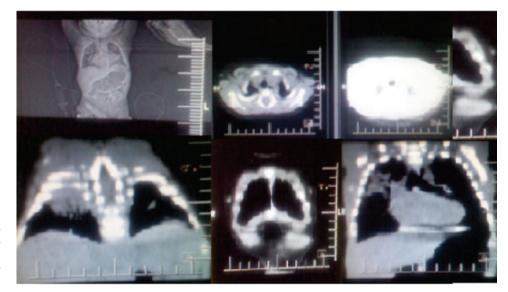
Tomografía axial computarizada pulmonar a través de la cual se documentó neumonía apical derecha y segmentaria izquierda (19.04.12).
